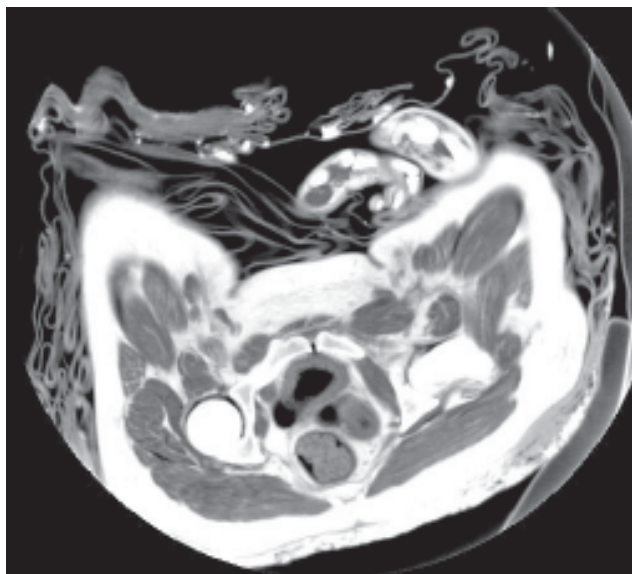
TC axial de la pelvis de La Doncella en el que visualizamos de adelante hacia atrás la vejiga, el útero y el recto con materia fecal en su interior. Además se advierte un buen panículo adiposo y una adecuada masa muscular. Se ve la presencia de aire en la articulación coxofemoral derecha.
